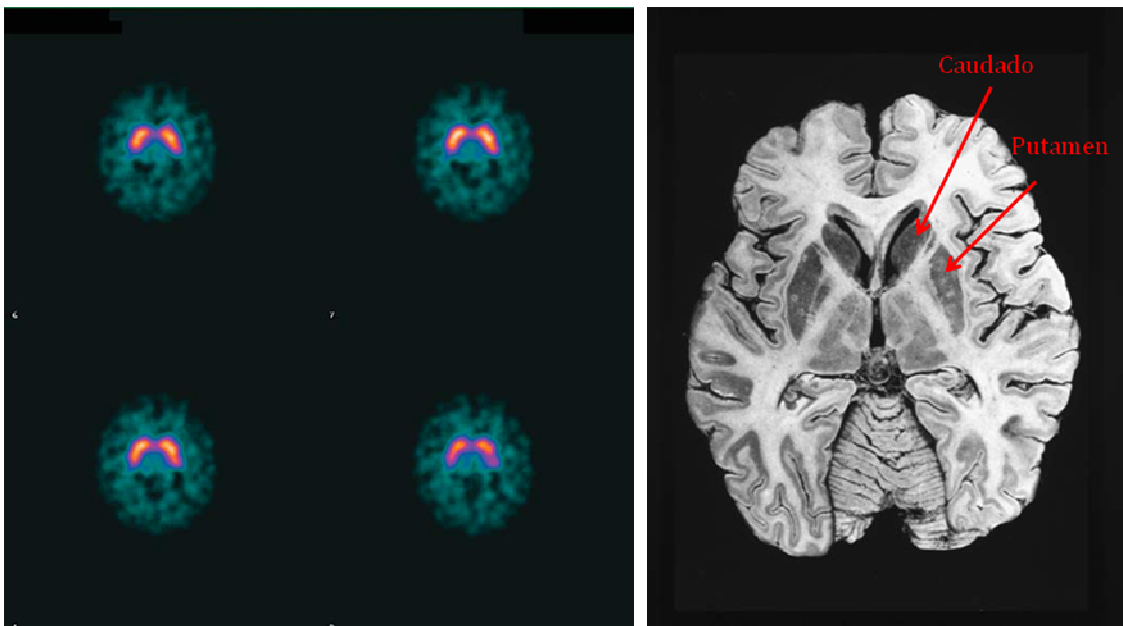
SPECT cerebral con ¹²³I-FP-CIT normal.
